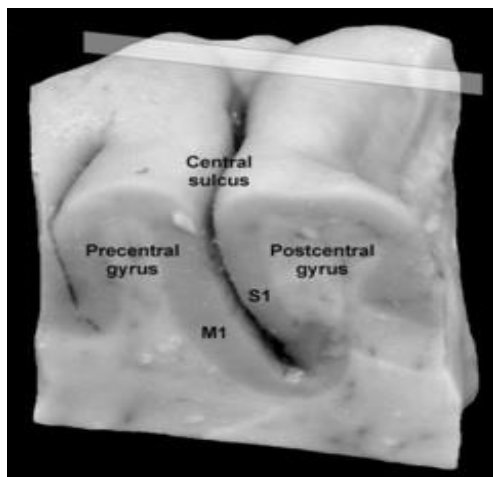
Giro Pre central y Post central del hemisferio cerebral derecho mapeado a través de RM post mortem. M1 (corteza motora primaria de la pared posterior del giro pre central), S1 (corteza somato sensorial en la pared anterior del giro post central).⁽³⁴⁾
